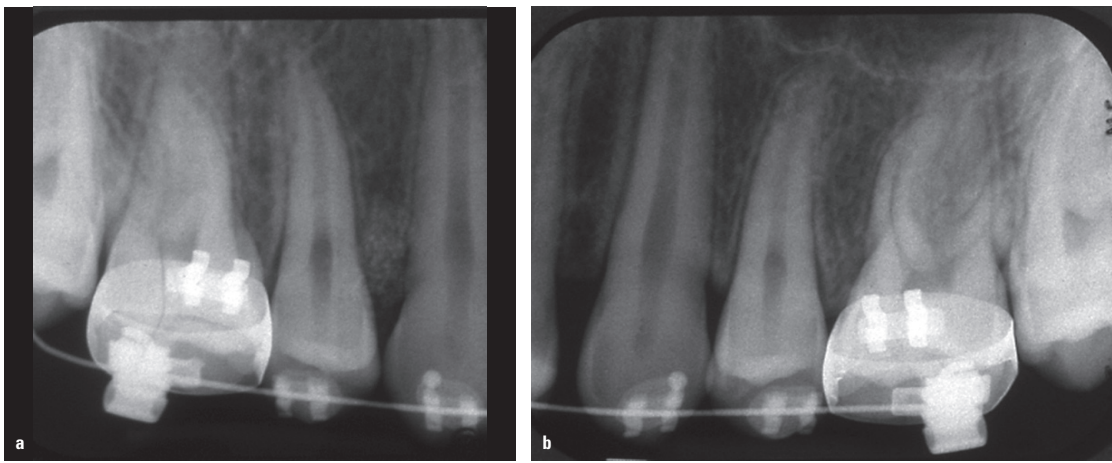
Zahnfilme eines Patienten während des Lückenschlusses. a) Röntgendichte Verschattung in Regio 14, aber nicht auf der Kontrollseite Regio 24 (b).
